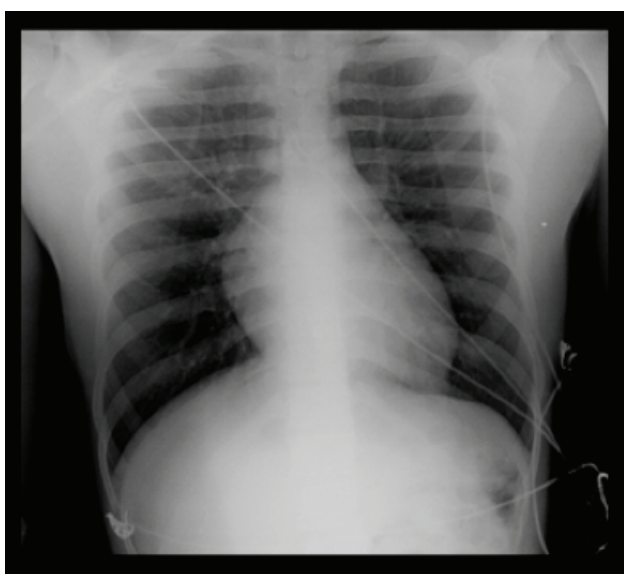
Radiografia de tórax realizada 14 horas após o diagnóstico de EPPN, com melhoria do padrão radiológico de edema intersticial
